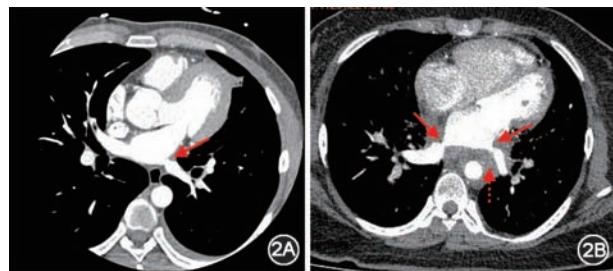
肺静脉CT血管成像[2A:心房颤动消融术后左下肺静脉狭窄(箭头所示);2B:纤维纵隔炎压迫致多支肺静脉重度狭窄(实线箭头示肺静脉狭窄,虚线箭头示大量增生的纤维组织)]
